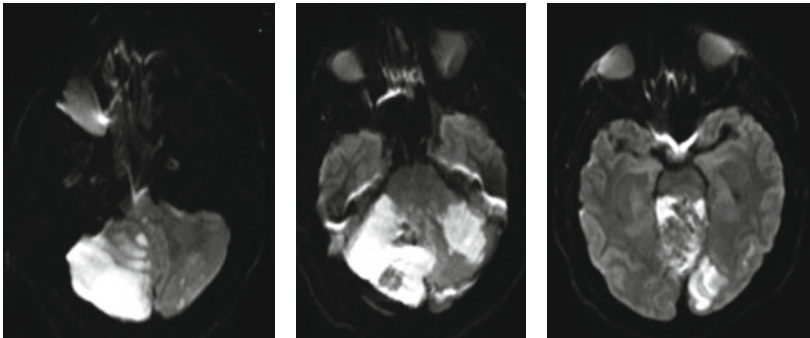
Séquence IRM de diffusion révélant à la phase précoce une ischémie cérébelleuse bilatérale et occipitale gauche.
